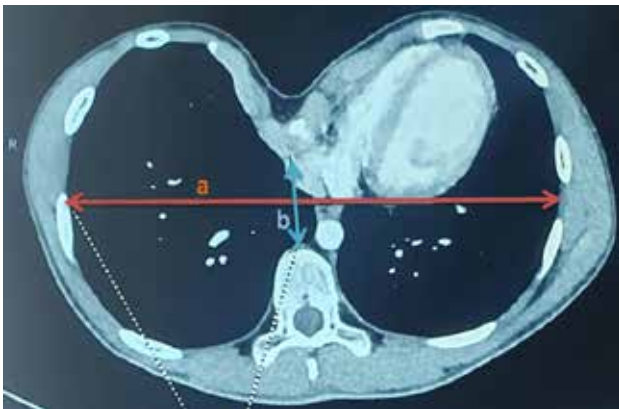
Coupe axiale d'une TDM thoracique pour calculer l'index de Haller : diamètre thoracique transversal divisé par le diamètre antéro-postérieur (a/b).
